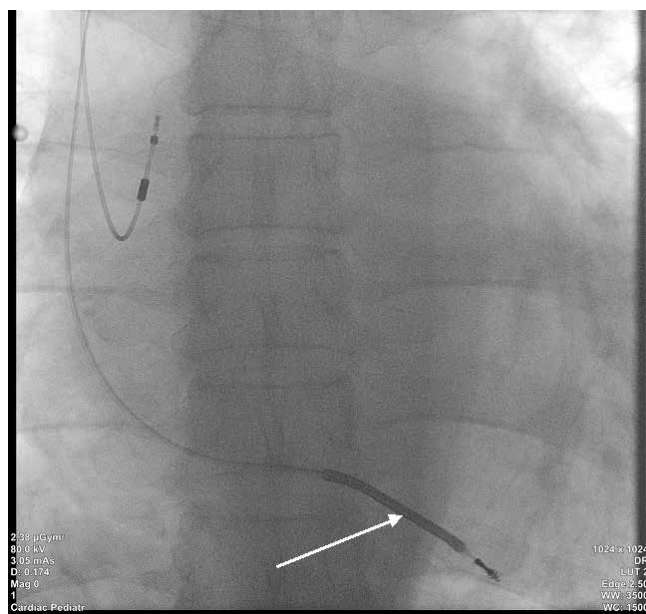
Рентгенограмма пациента Б. 64 лет.
